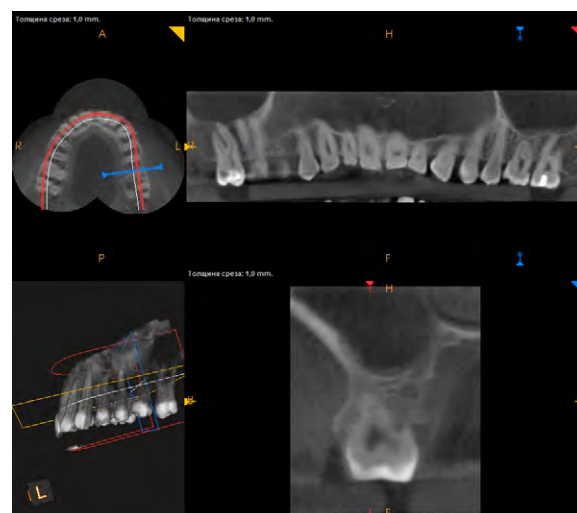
КТ пациента К. через 2 года после аутотрансплантации
